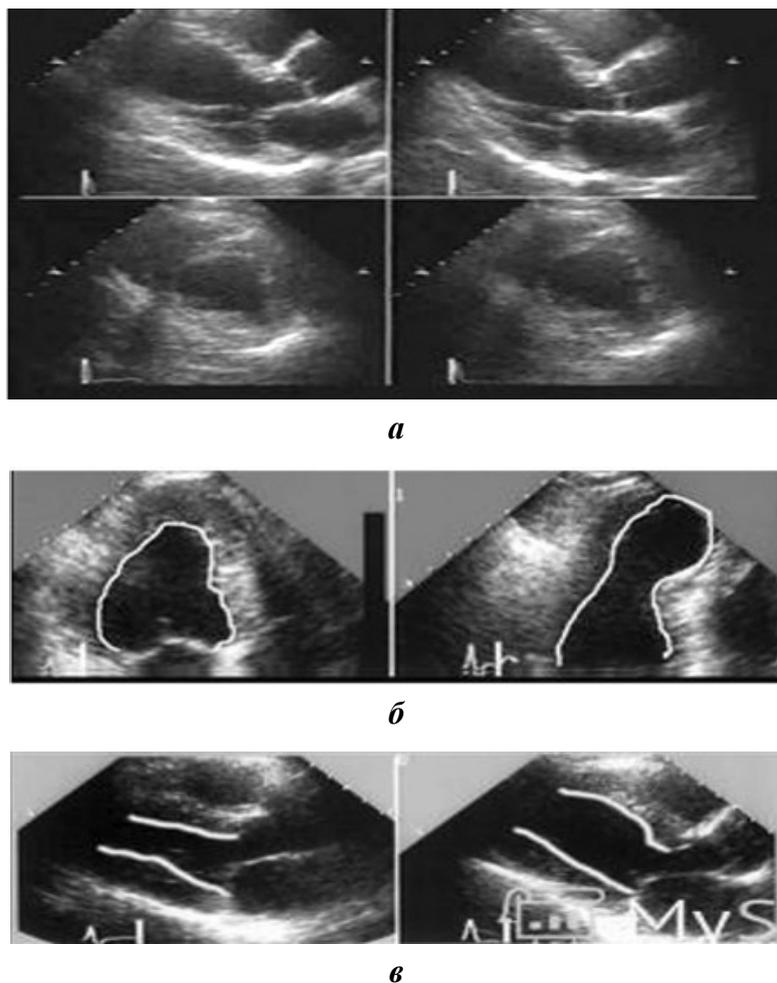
Эхокардиографические признаки ишемии миокарда левого желудочка:
